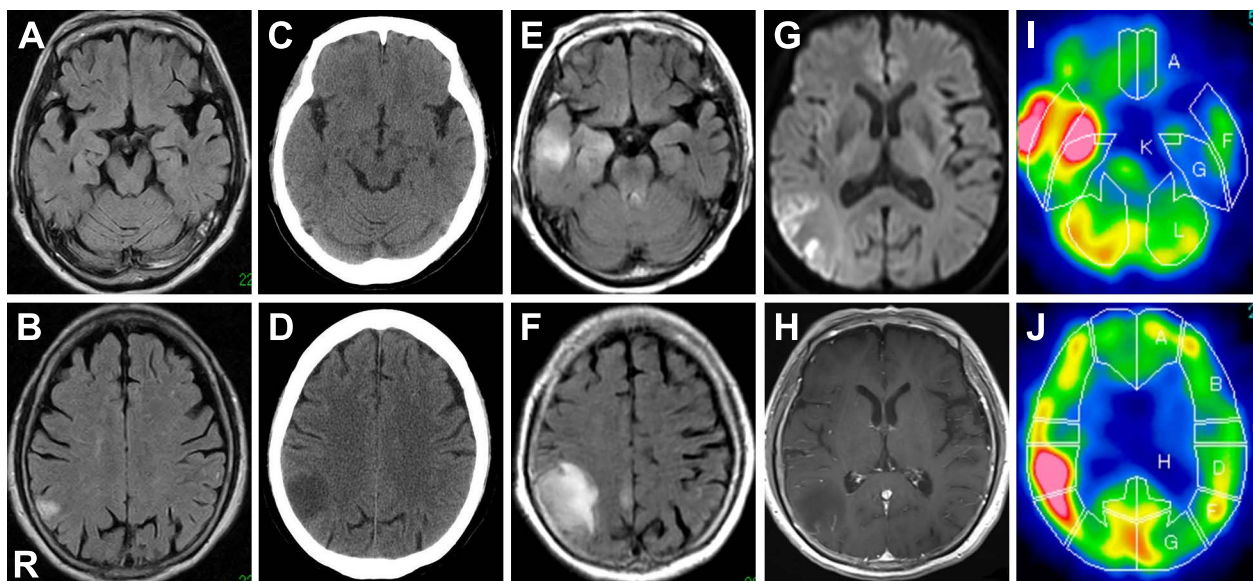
MRI and ^{99m}Tc -HM-PAO SPECT images of the brain.
